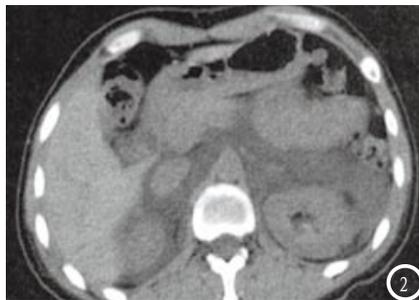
B超显示实质回声不均, 脏器周围明显可见积液; 图2 CT上多表现为实质密度不均匀, 可见脏器周围积血。
